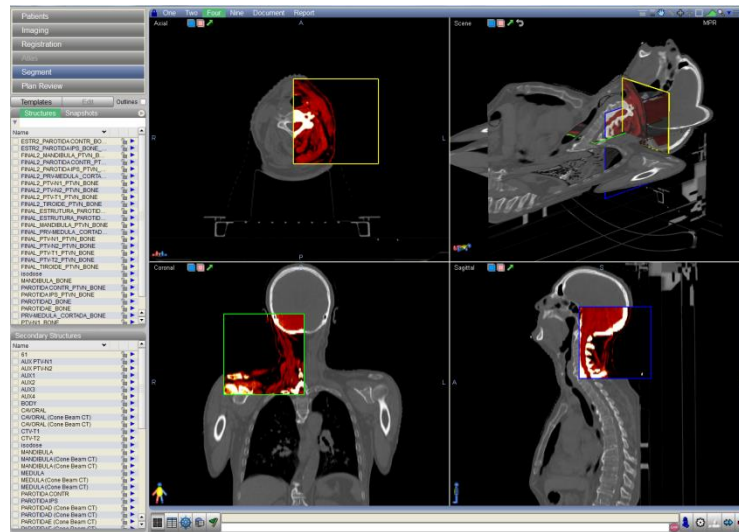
Comparação entre a CT de planeamento e a CT de controlo. Adaptado do *software Velocity AI*.
